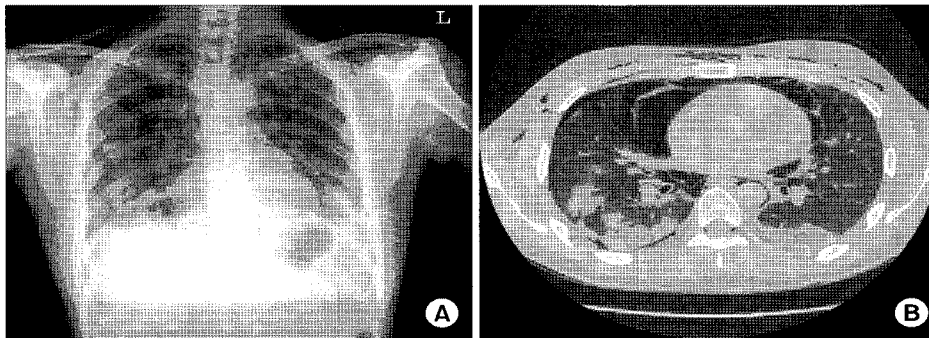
Chest PA (A) showed extensive mediastinal air and subcutaneous emphysema in the neck, and HRCT (B) confirms the presence of mediastinal air and minimal air in the right thorax.
